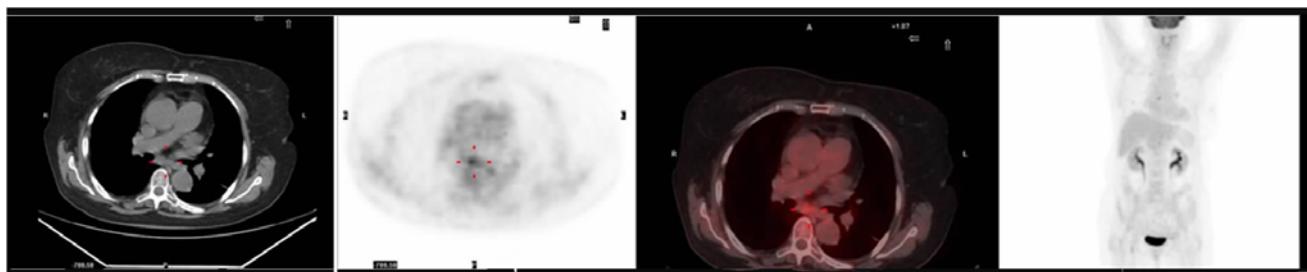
2014 年 12 月 PET-CT 未见高代谢灶
